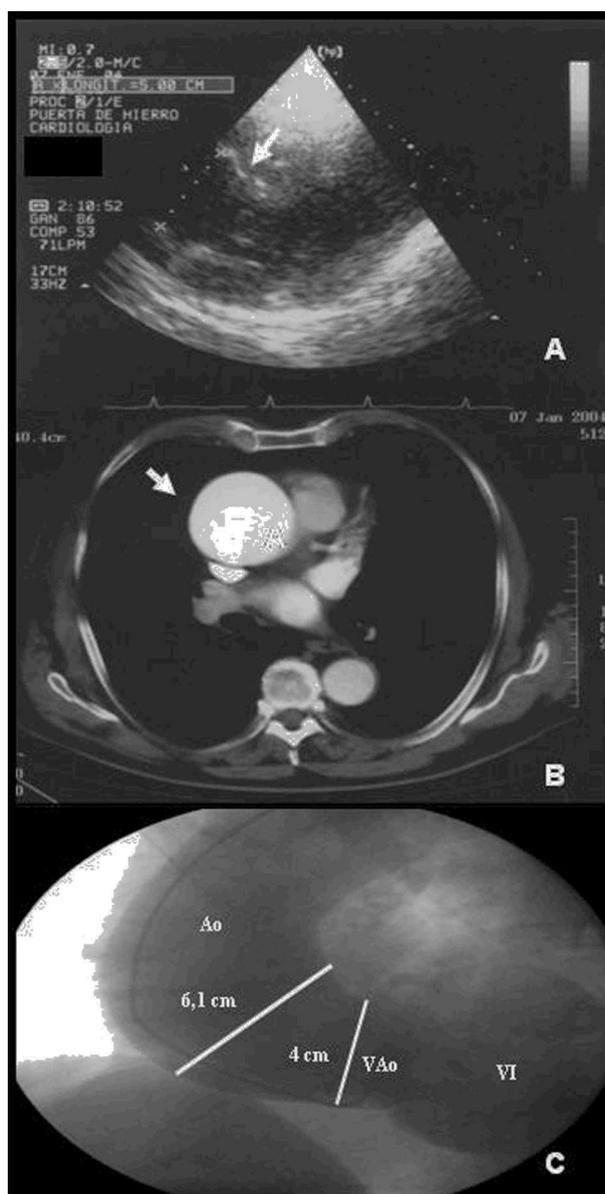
A) Ecocardiografía que pone de manifiesto un aneurisma de aorta ascendente. B) Tomografía computarizada que muestra la existencia de aneurisma de aorta ascendente. C) Aortografía realizada en proyección oblicua anterior izquierda que muestra dilatación aneurismática de aorta (Ao) ascendente. Contrastación de ventrículo izquierdo (VI) similar a la Ao, que indica la presencia de insuficiencia aórtica grave. VAo: válvula aórtica.
